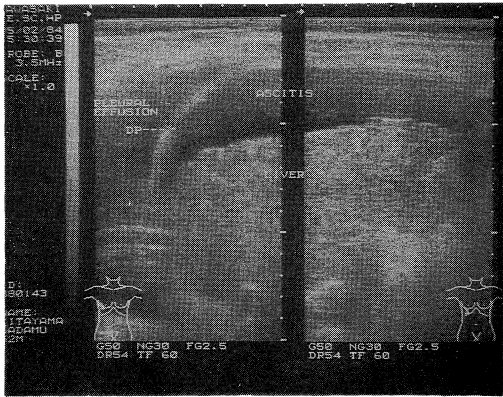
Abdominal ultrasonography shows both right pleural effusion and ascites on 1st admission.
